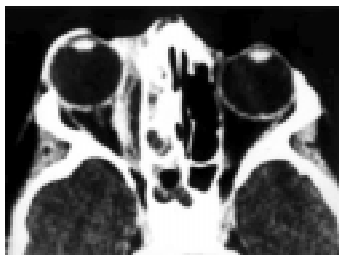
Tomografía computarizada en el plano axial mostrando sinusitis etmoidal y esfenoidal a la derecha, complicada con colección líquida extracoanal (acceso) junto a la pared media de la órbita.
